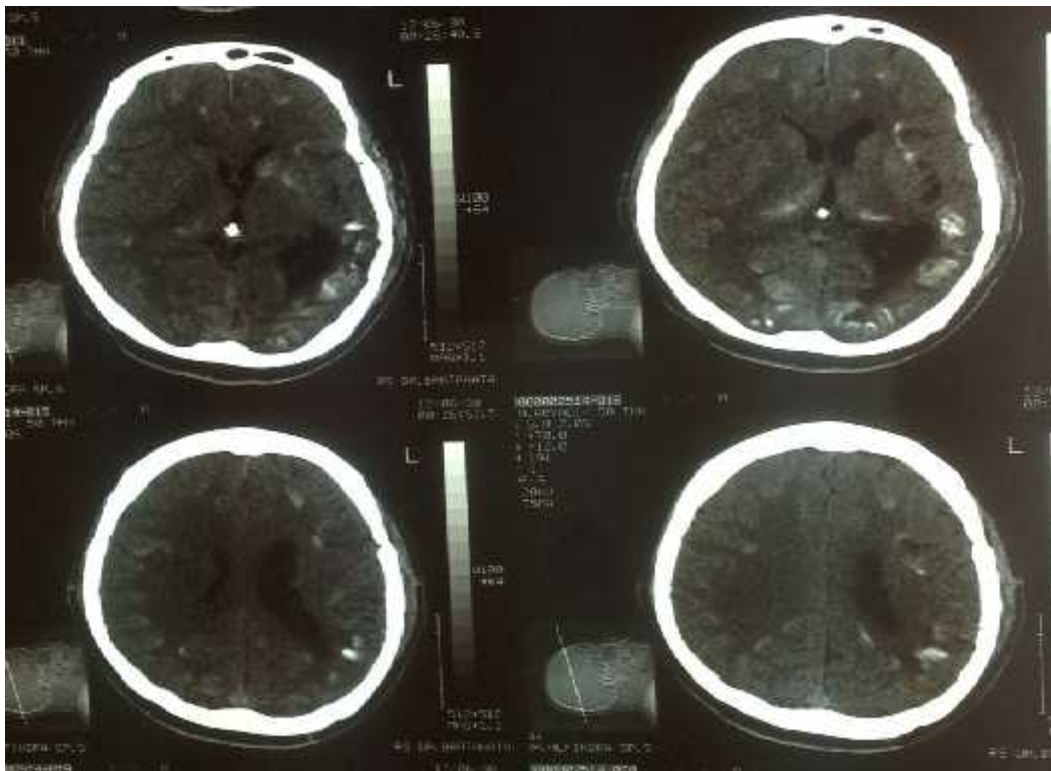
Brain CT Scan performed on June 30th 2012 revealed cerebral infarction with intracerebral hemorrhage on left temporal and occipital lobe
